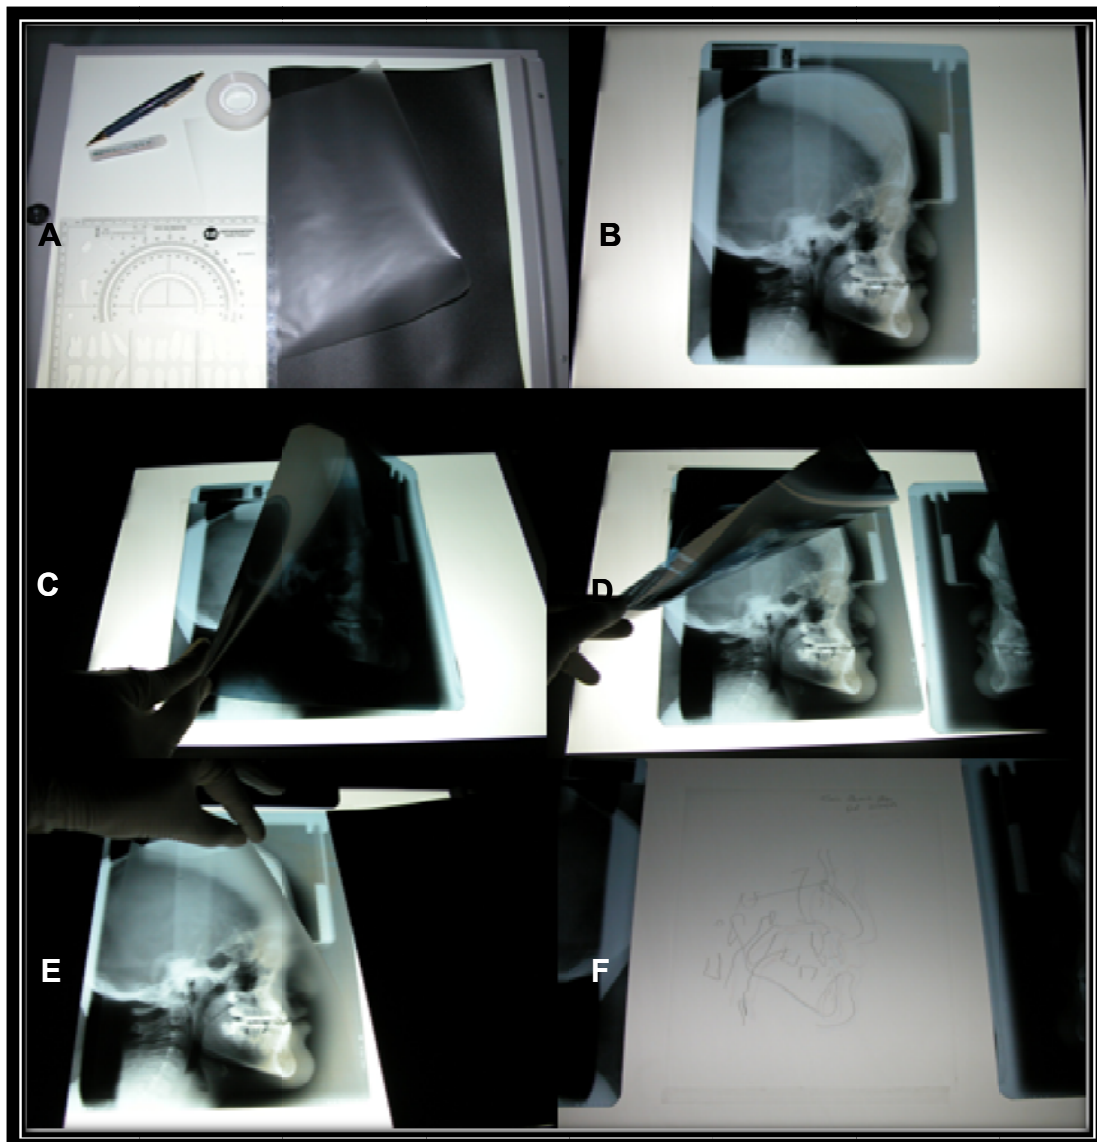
Método utilizado para a obtenção dos cefalogramas. A: material utilizado para confecção dos traçados; B: telerradiografia do pré-operatório (T1); C: telerradiografia do pós-operatório recente (T2) sendo superposta a T1; D: telerradiografia do pós-operatório tardio (T3) sendo superposta a T1; E: papel acetato sendo colocado sobre T1 enquanto T2 e T3 estavam rebatidas; F: cefalograma contendo os três traçados (pré-operatório, pós-operatório recente, e pós-operatório tardio).
